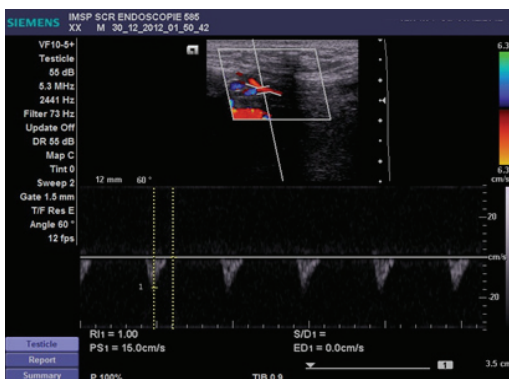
Examinarea postoperatorie Eco-Doppler pacientului tratat prin metoda laparoscopică total extraperitoneală TEP.
